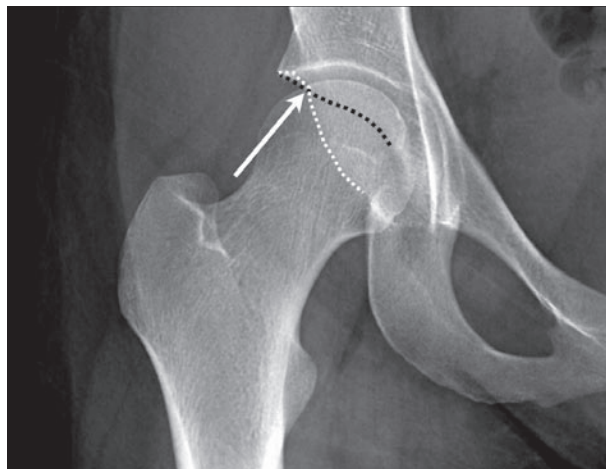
Radiografía frontal que muestra retroversión acetabular con el signo del cruce (flecha). El anillo acetabular anterior se proyecta lateral al anillo acetabular posterior en la región superior.
